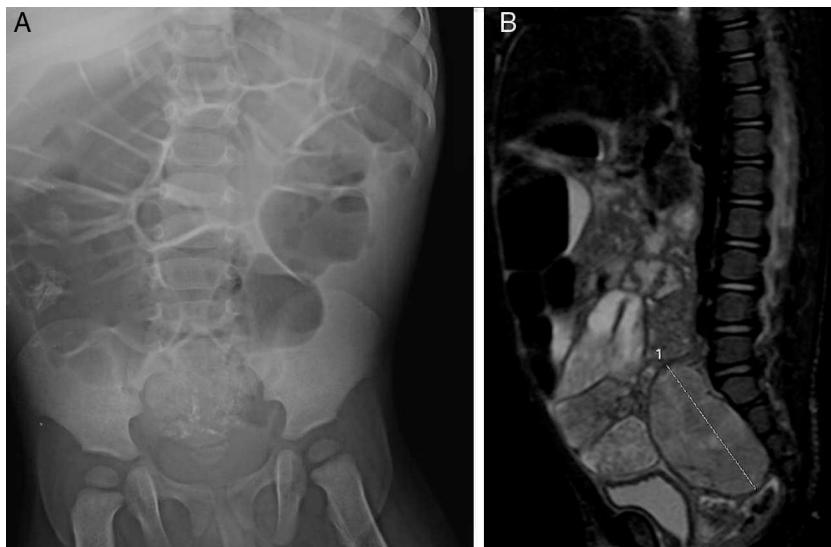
A) Radiografía de abdomen antero-posterior. Intensa dilatación de colon. Imágenes a nivel presacro compatibles con calcificaciones. B) Resonancia magnética (corte lateral). Masa presacro de 5 × 5 cm que penetra por agujeros de conjunción S1 y S2 derechos.
